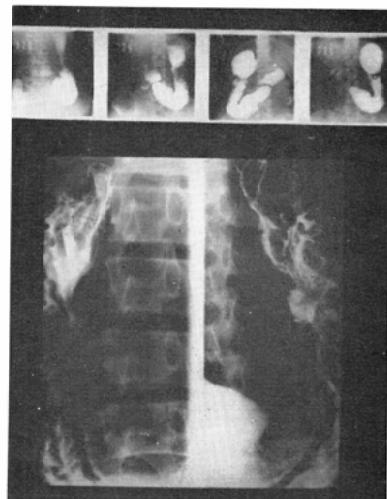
Case 4. deformity of body. (over miniature, under, routine X-ray) ulcer
